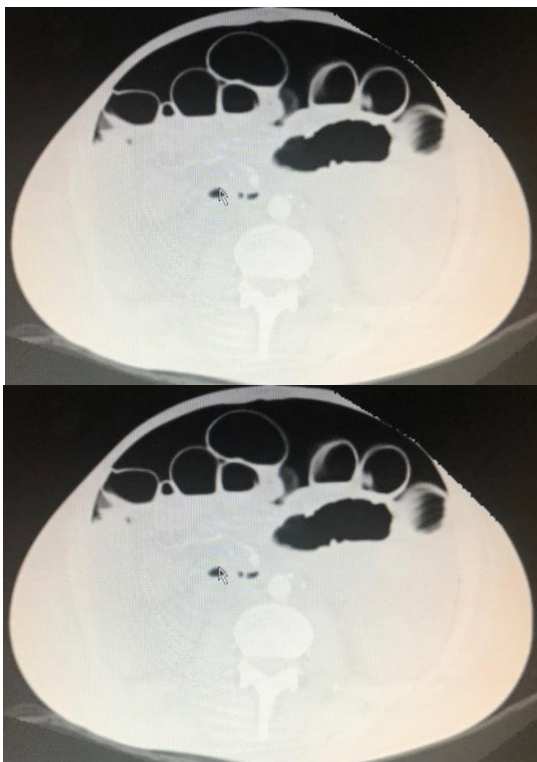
Tomografia de abdome evidenciando pneumoperitônio volumoso.
